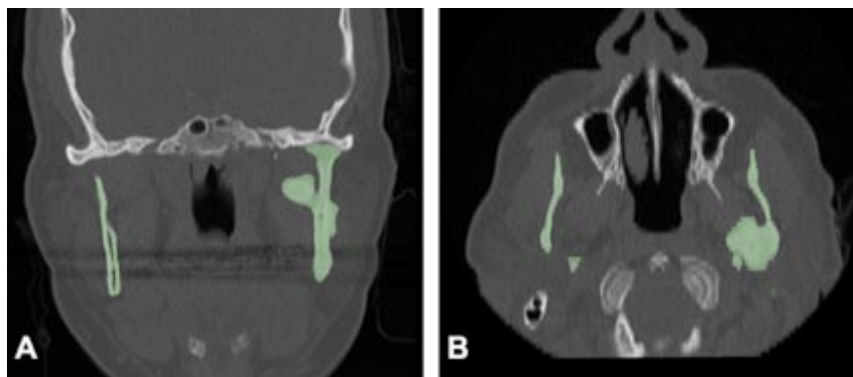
A. Tomografía axial computarizada, corte coronal, se observa aumento de volumen de misma densidad ósea en relación a borde posterior de la mandíbula izquierda, cerca de cóndilo mandibular izquierdo. B. Tomografía axial computarizada, corte axial, se observa aumento de volumen de misma densidad ósea en relación a borde posterior de la mandibular izquierda.
